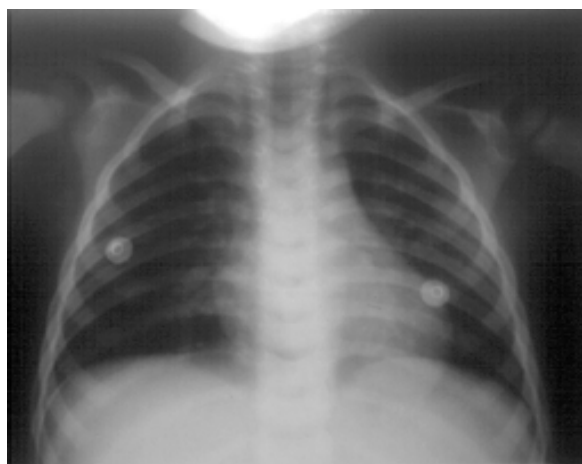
Radiografía de tórax del paciente en donde se observa la presencia de infiltrado intersticial bilateral.
